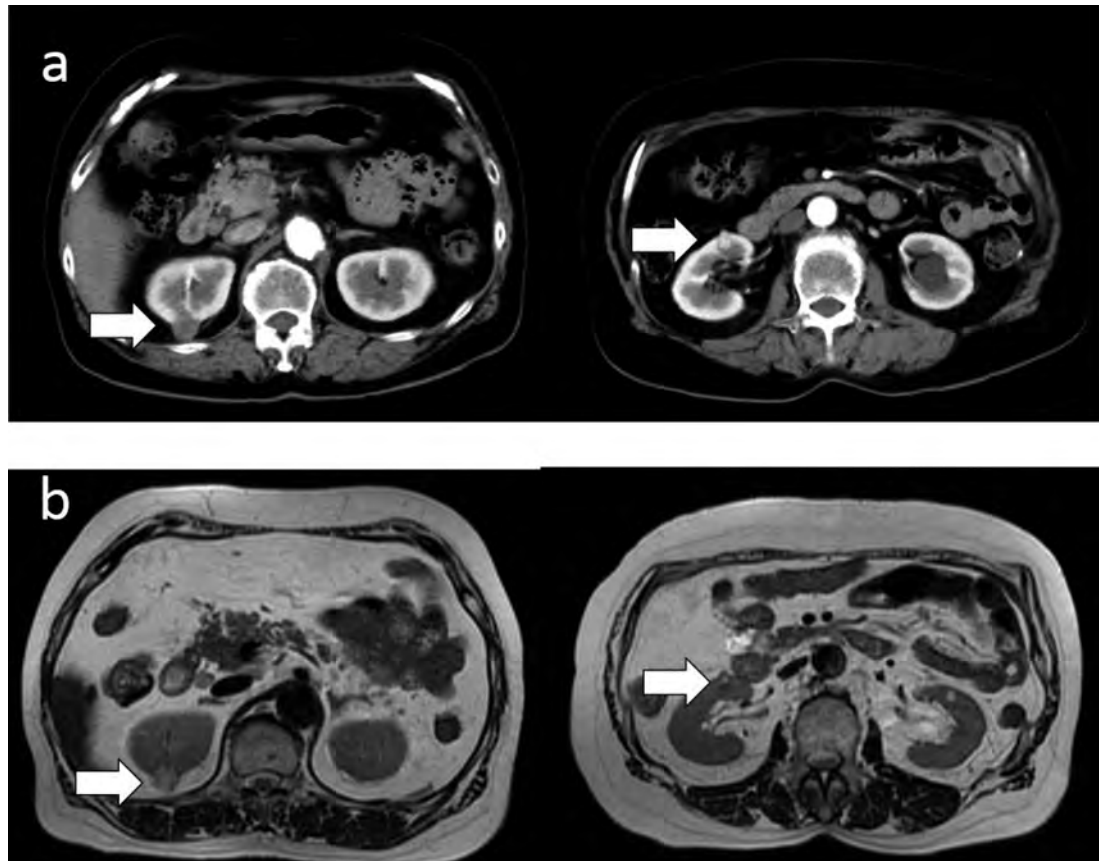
a: Contrast-enhanced computed tomography (arterial phase) for case 1 shows the presence of two right renal tumors (arrow). b: Contrast-enhanced MRI (T2-weighted imaging) also shows the existence of two right renal tumors (arrow).
